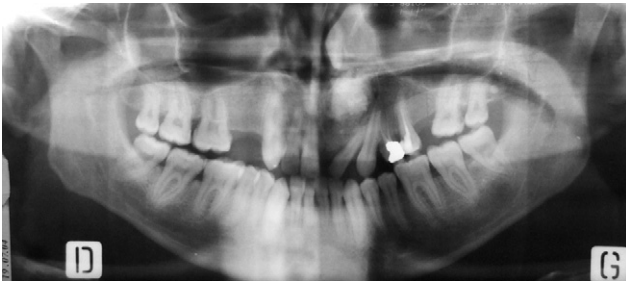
Orthopantomogramme montrant l'inclusion de la dent 21 avec une opacité autour de son apex.
